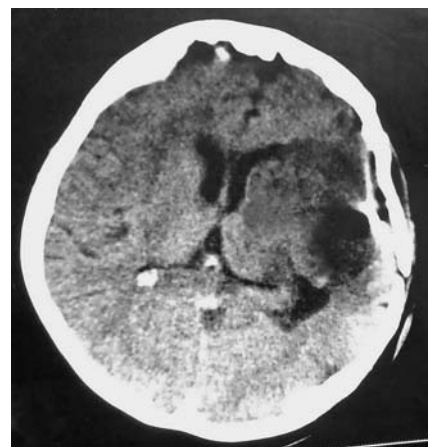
КТ после операции.
